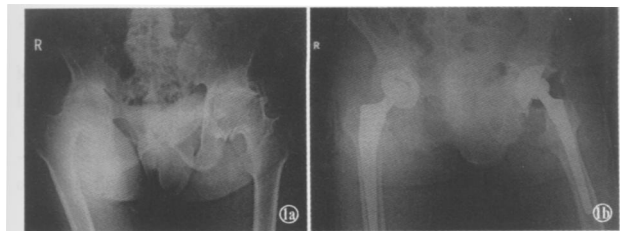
男, 48岁, 双侧强直性脊柱炎性髋关节病 1a 术前双髋X线片显示左髋纤维融合, 左下肢外旋畸形, 右髋骨性强直于屈髋位, 骨盆倾斜, 无法平卧 1b 1期行双侧全髋置换术后3年6个月, 假体无下沉和松动, 右髋屈曲挛缩纠正, 但骨盆倾斜和左髋外旋未能完全纠正
